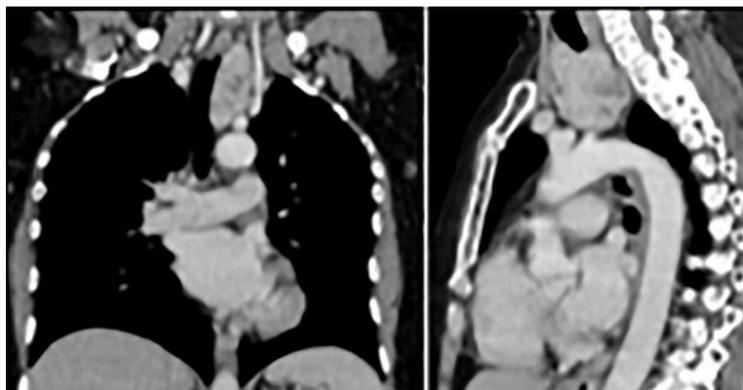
TC de cuello y tórax evidenciando LOE en mediastino anterior en relación con glándula tiroides y colindando con los grandes vasos torácicos.
